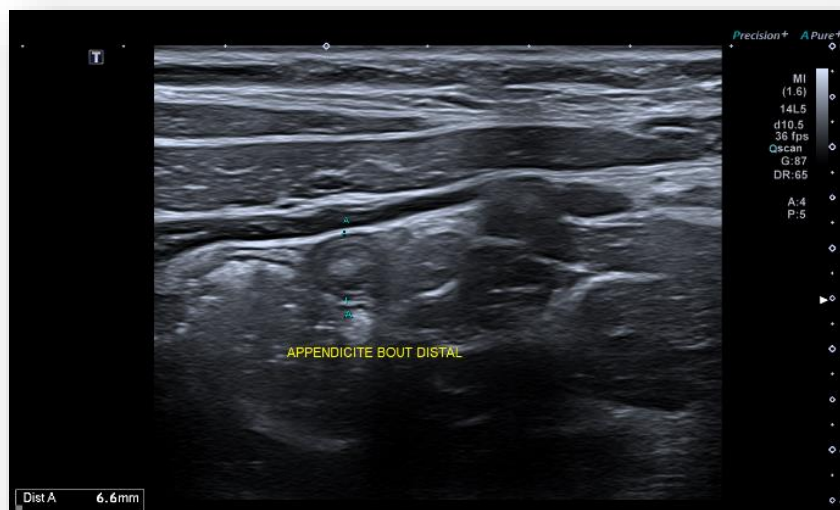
Appendicite distale avec stercolithe à l'échographie
